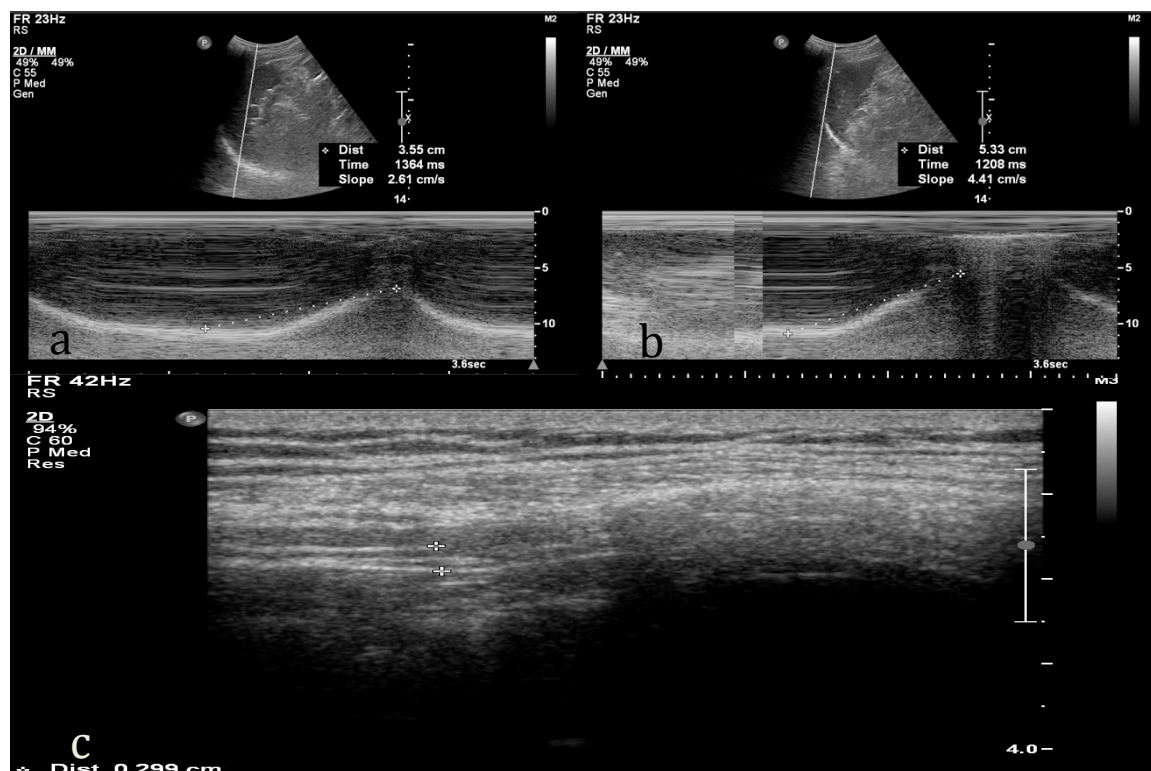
Imagens de ultrassonografia do diafragma realizada em um dos pacientes do estudo. a: Mobilidade diafragmática em respiração tranquila. b: Mobilidade diafragmática em respiração profunda. c: Espessura diafragmática na CRF dada pela medida entre as três camadas vistas na zona de aposição diafragmática.
